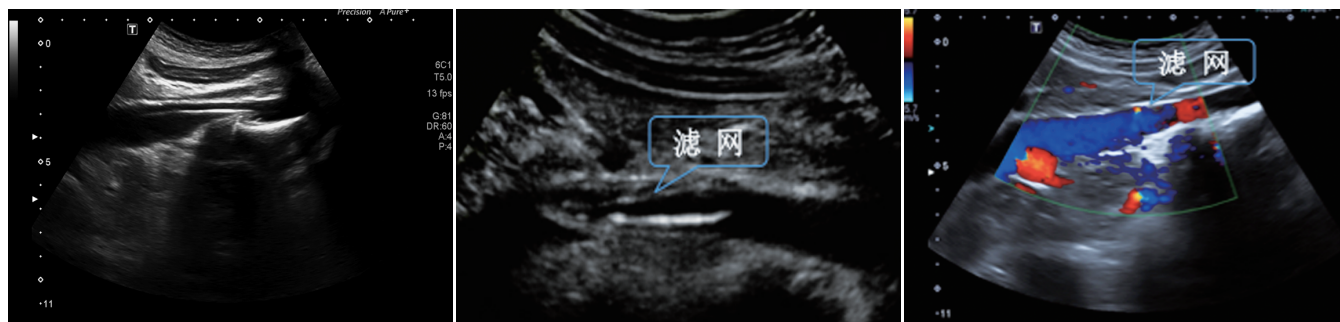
超声实时监测引导下腔静脉内的导管 图2 术中超声精准定位实时显示滤网释放全过程 图3 术后即刻CDFI评估滤网内血流通畅性
